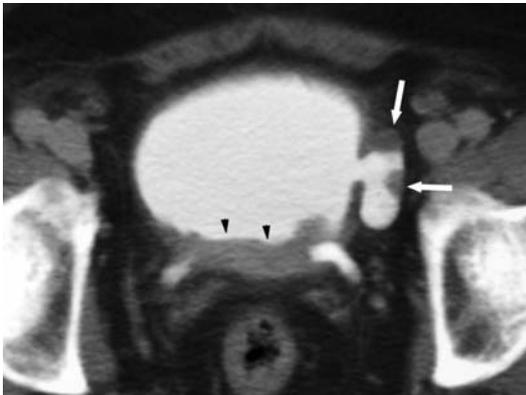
Tomografia computerizzata. Neoplasia vescicale. Nella fase tardiva dello studio dinamico si osserva diverticolo a stretto colletto della parete laterale sinistra; sono presenti difetti di riempimento con base d'impianto sulla parete del diverticolo stesso (freccie). È evidente, inoltre, il disomogeneo ispessimento della parete posteriore della vescica (punte di freccia)
